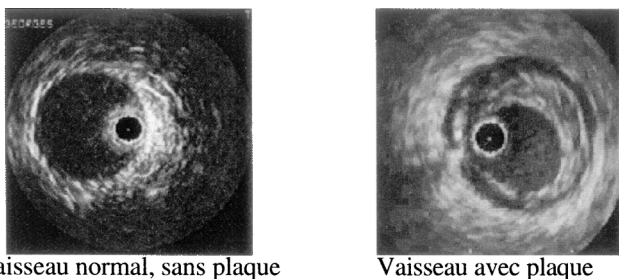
Exemples d'images échographiques endovasculaires.
